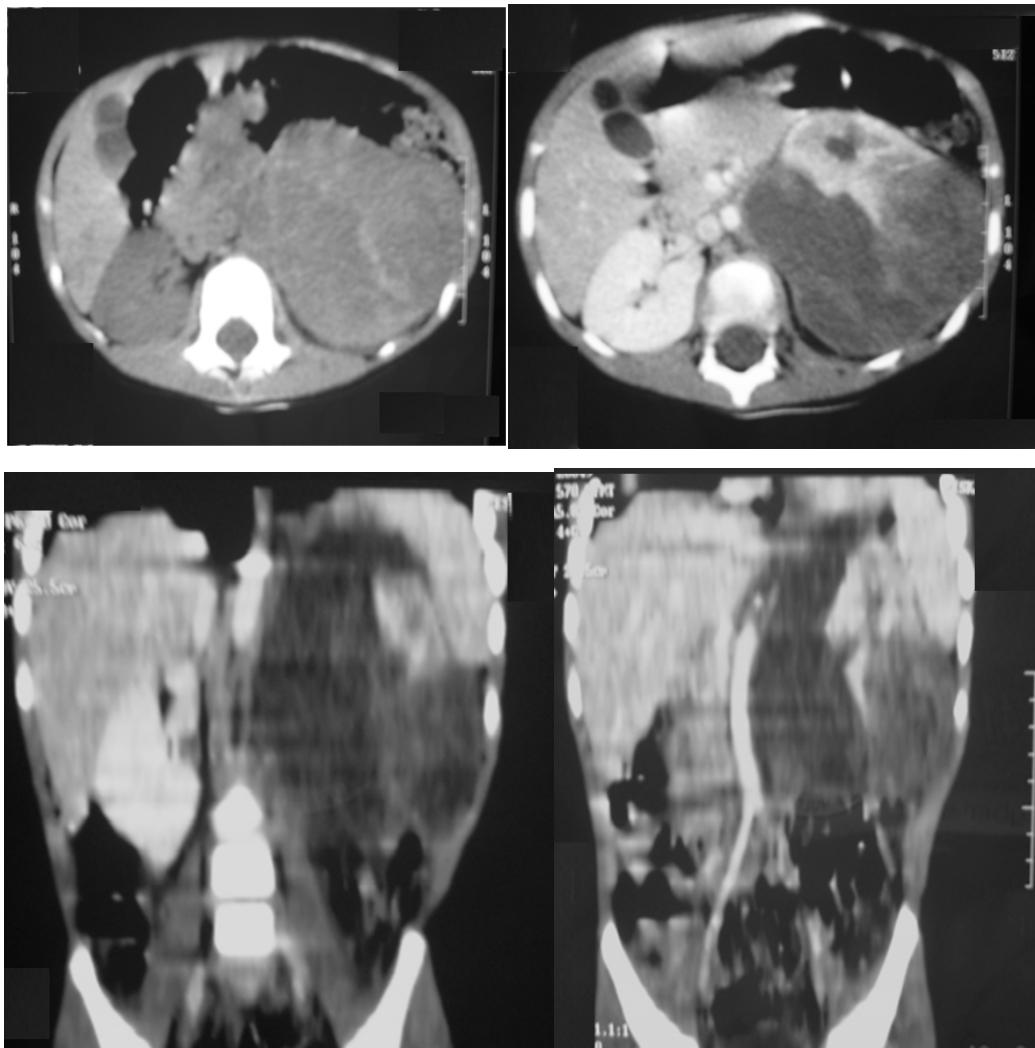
TDM en coupes axiales sans et avec injection de produit de contraste iodé
